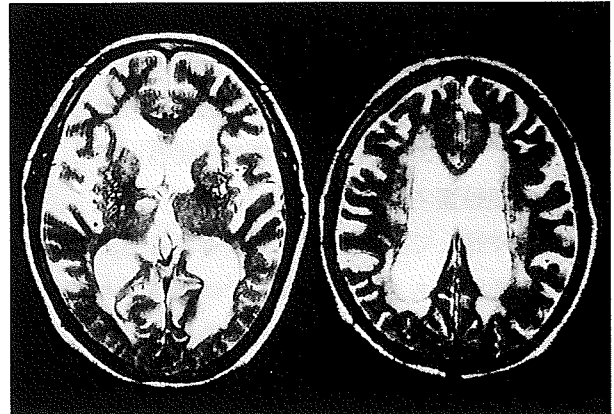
特発性 NPH 患者の T2 強調 MRI
